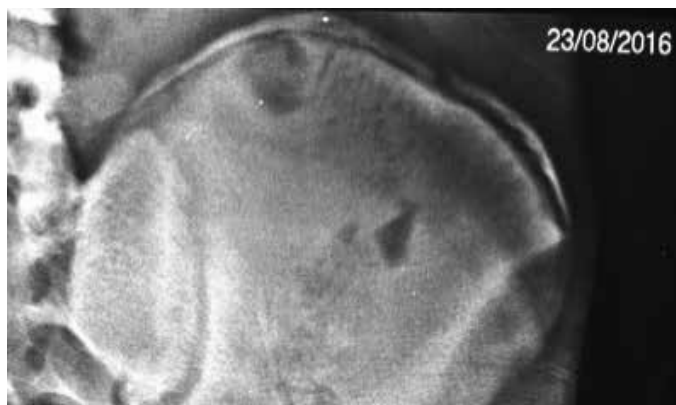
Radiografia de bacia em incidência anteroposterior evidenciando a fratura em epifisiolise da crista ilíaca esquerda Salter-Harris tipo 3.
